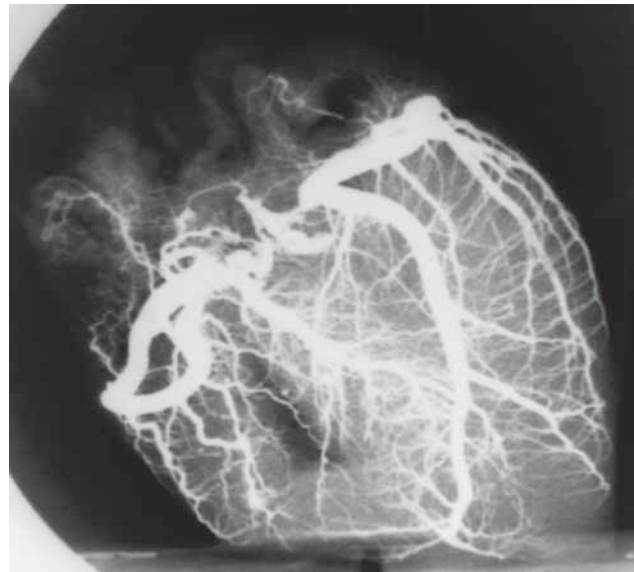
Рентгенограмма артериального русла сердца
